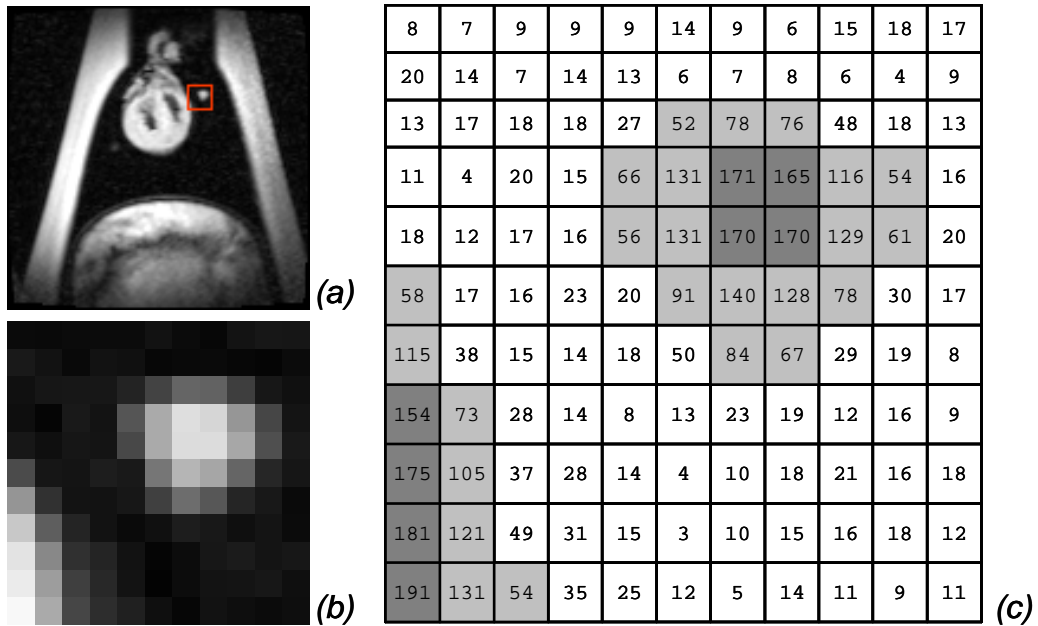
Darstellung eines Ausschnitts aus einem MRT-Bild (a) mit darin erfasstem Rundherd (b). Die Grauwerte des Bildausschnitts (c) bestimmen das Erscheinungsbild unter Variation von Minimum und Maximum der angezeigten Grauwerte (d). Verschiedene Schwellenwerte zur Binarisierung des Bildausschnitts führen zu unterschiedlichen visuellen und numerischen Ergebnissen der Segmentierungen des Rundherds (e).
